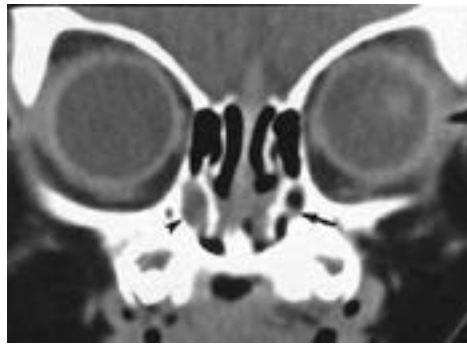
КТ зображення правобічного стенозу носослізної протоки
